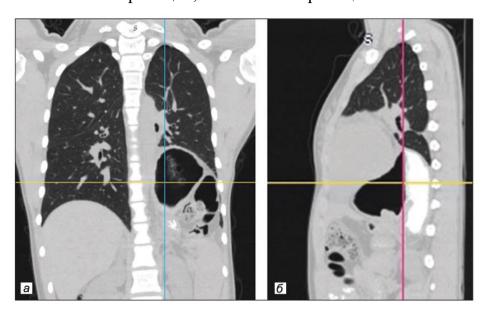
Компьютерная томография органов грудной клетки девочки с приобретенной диафрагмальной грыжей слева: а – фронтальная плоскость, б – сагиттальная плоскость. Описание в тексте
